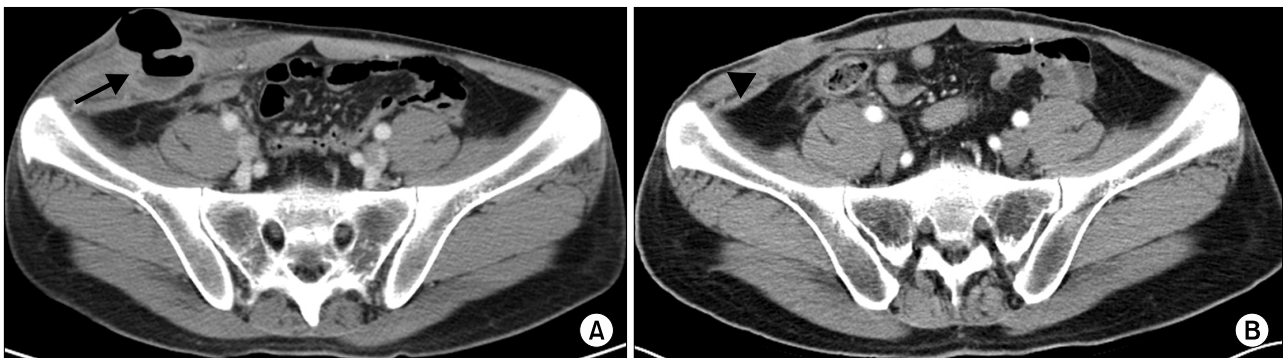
One month (A) after medical treatment of steroid and azathioprine and three month (B) after first administration of adalimumab, abdomen computed tomography scan shows subcutaneous abscess (arrow) with enterocutaneous fistula formation and improvement of lesions (head).
